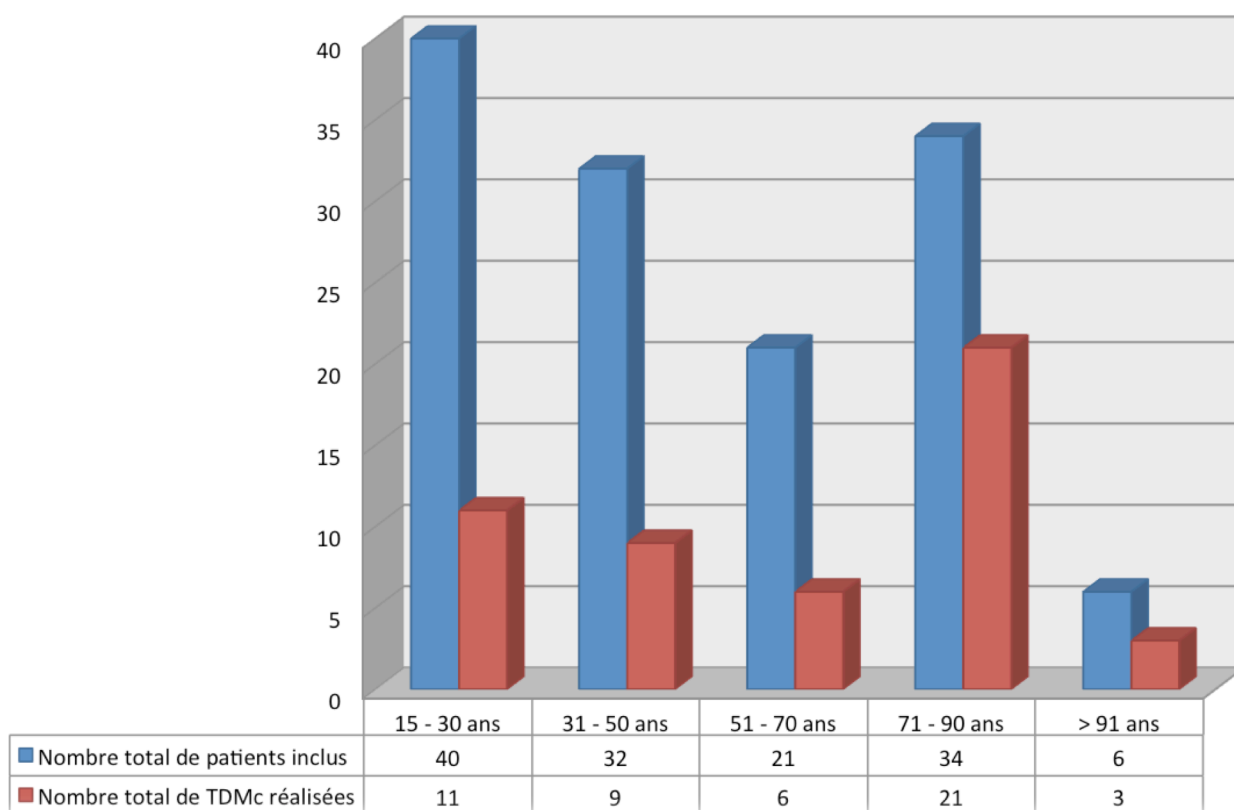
Nombre total de TDM cérébrales réalisées et nombre total de patients en fonction de leur tranche d'âge
